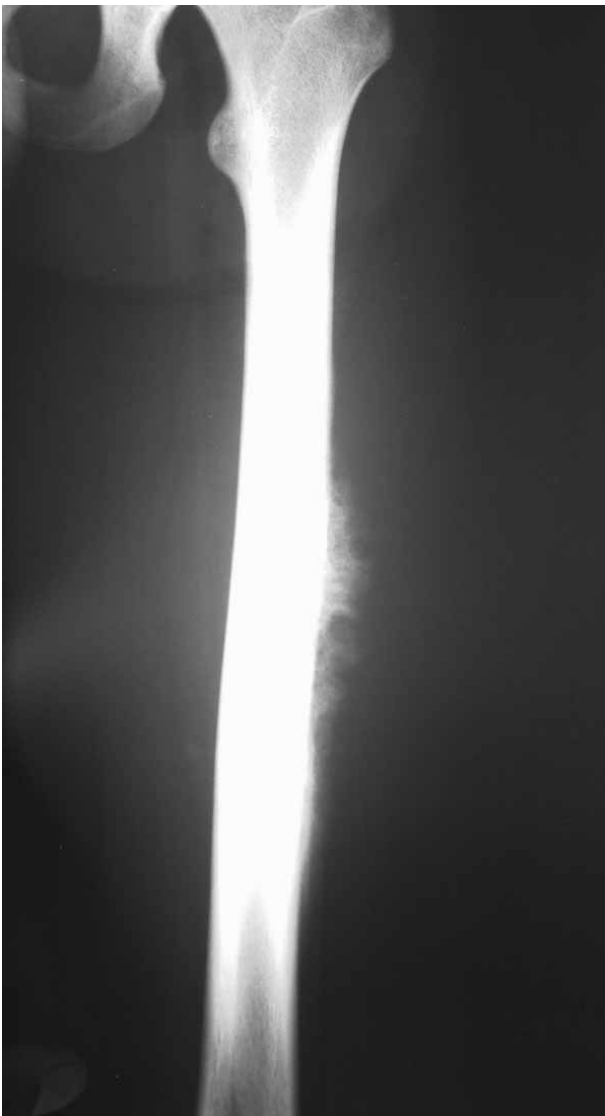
Radiografía simple inicial.
